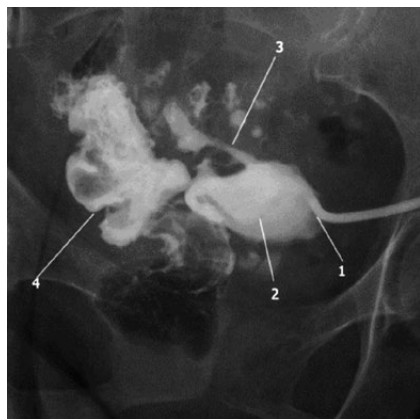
Обзорное рентгенологическое исследование брюшной полости, фистулография: 1 — дренаж типа PigTail в полости абсцесса; 2 — полость абсцесса; 3 — свищ, соединяющий полость абсцесса с просветом сигмовидной кишки; 4 — контрастное вещество в просвете сигмовидной кишки.
